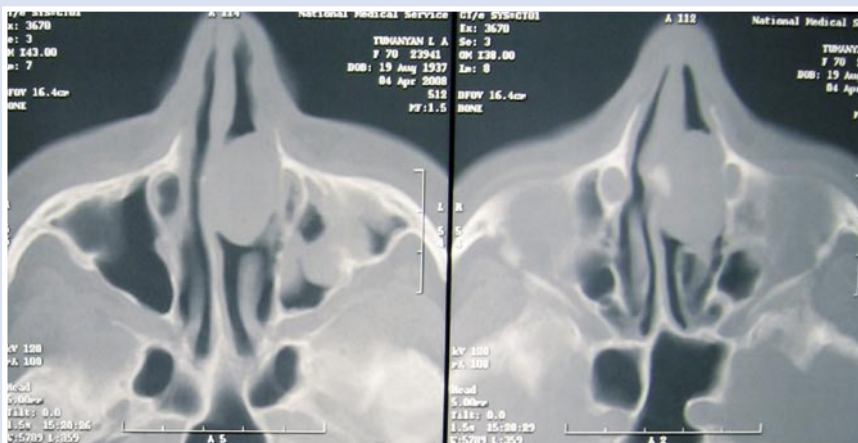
Первая серия КТ-сканограмм. Новообразование локализуется в полости носа; есть подозрение на прорастание в левую верхнечелюстную пазуху
